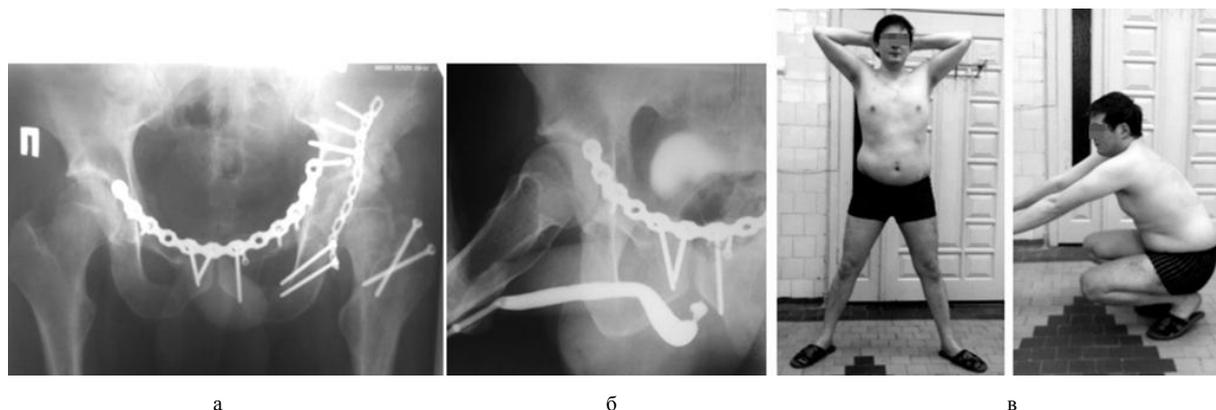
Пациент К., 27 лет: а – обзорная рентгенограмма таза через 8 месяцев; б – уретрография с признаками стриктуры мембранозного отдела уретры через 6 месяцев; в – фото больного через 12 месяцев
